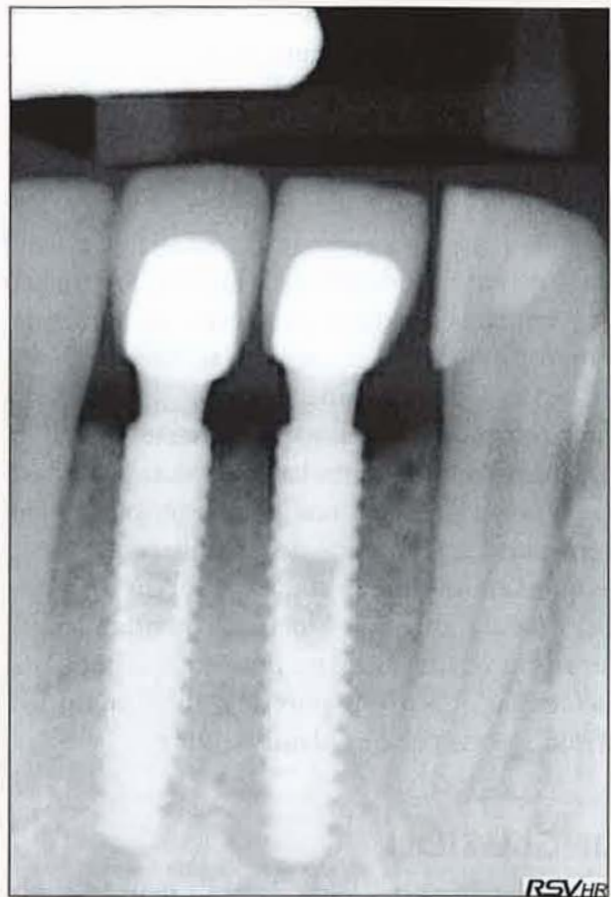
/ Radiographie des implants Axiom® 2,8 en place avec les couronnes définitives.
